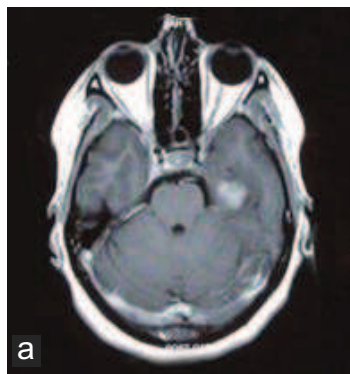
IRM en coupes axiales
